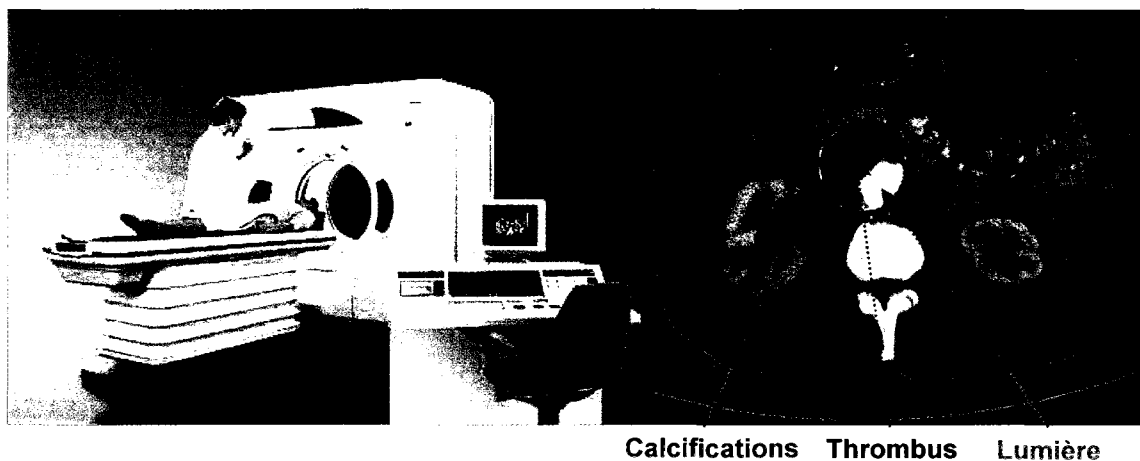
Image de gauche : tomographie axiale assistée par ordinateur (Adapté de RadiologyInfo (2005))
